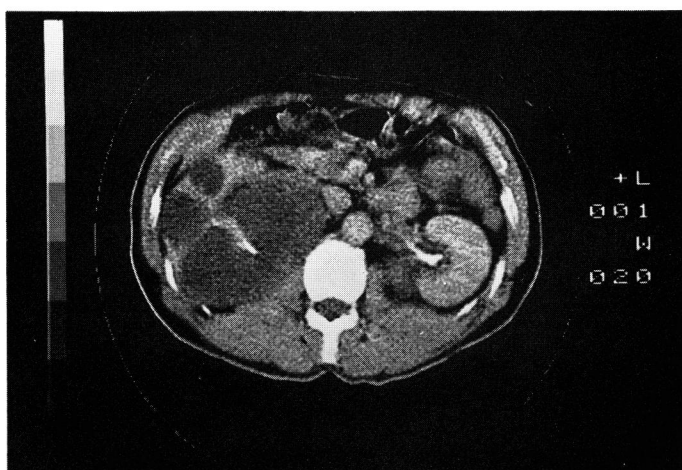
CT. 右腎に多数の嚢胞が認められる (L<sub>1</sub> のレベル).
